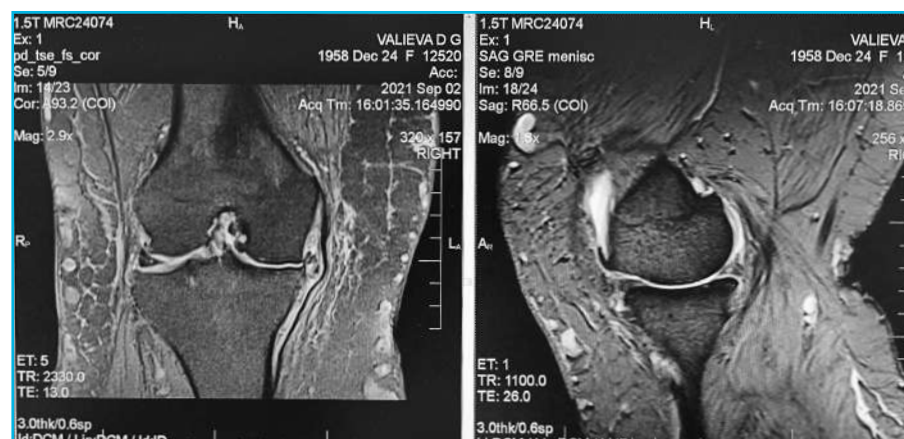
Данные МРТ правого коленного сустава [предоставлено авторами] / MRI data of the right knee joint [provided by the authors]
